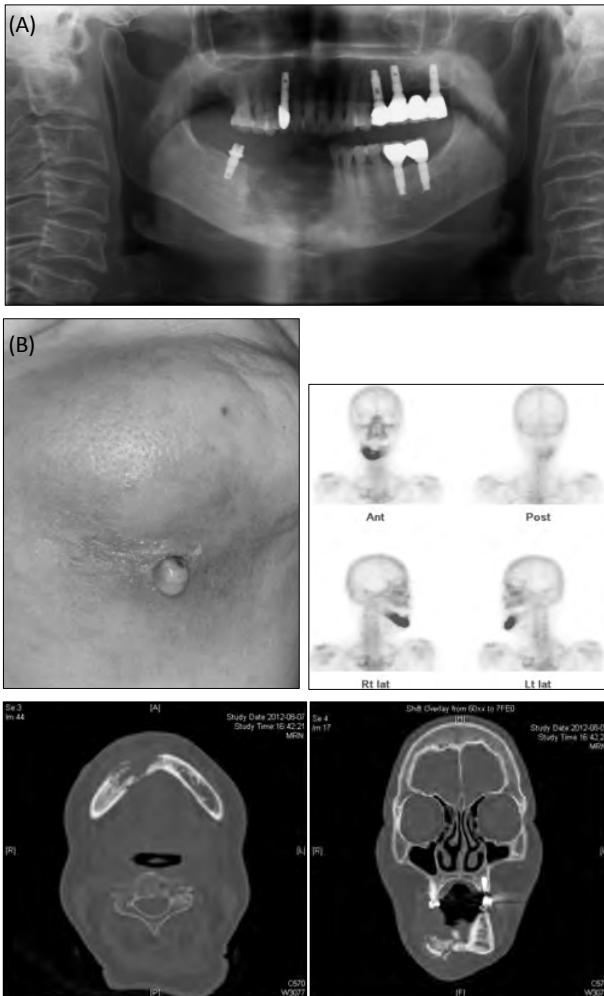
(A) Pathologic fracture: 7 months after segmental osteotomy. (B) Extraoral photo, bone scan, CT images.
